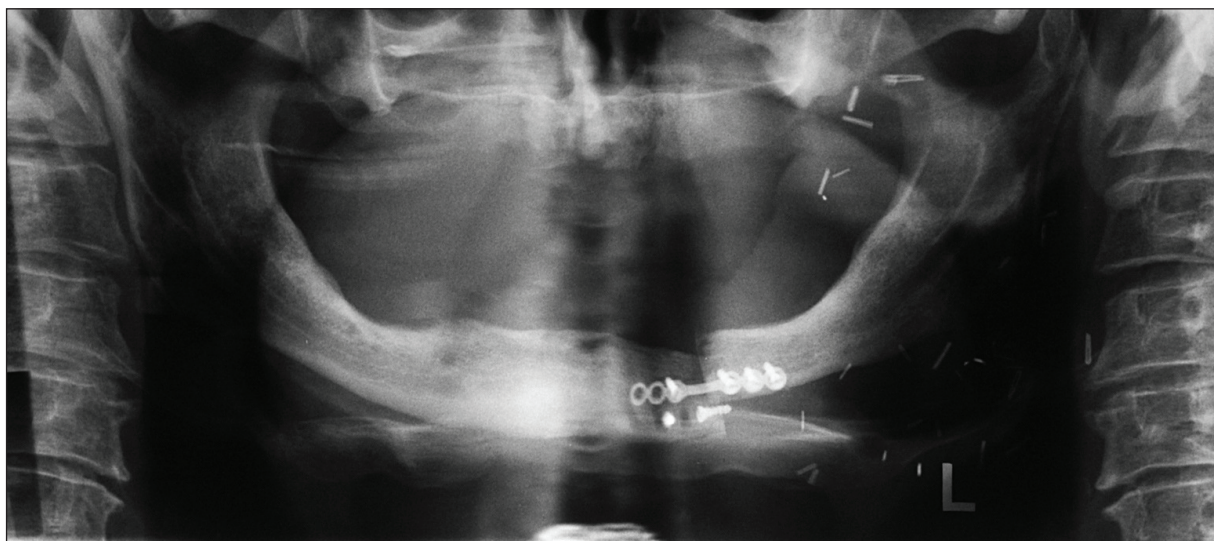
A dental panoramic radiograph showing the situation before prosthodontic treatment.
